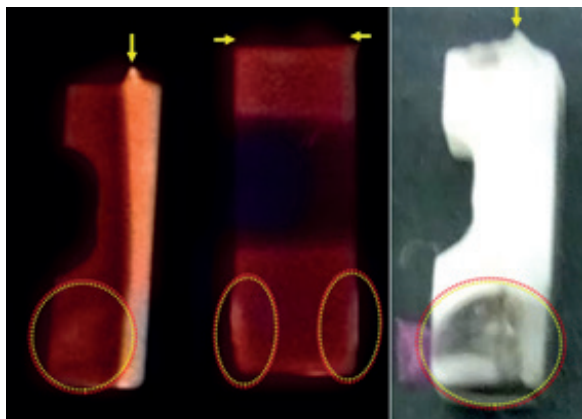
Radiografías coloreadas automáticamente y fotografía del palito #33, las flechas apuntan a un residuo de resina que ayudó a mantener el rolete en posición. Las elipses circundan manchas del trazador.
